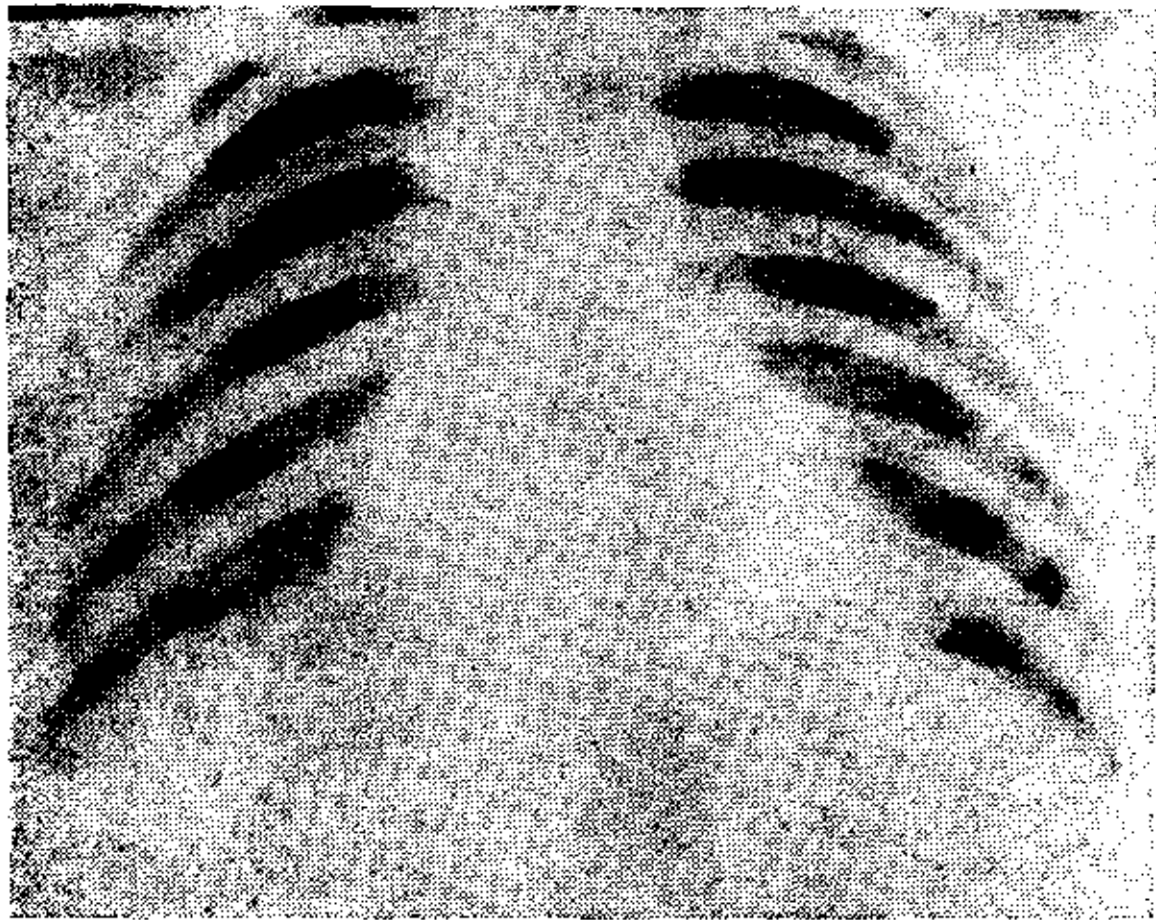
(a). — Telerradiografía: el corazón presenta la clásica configuración llamada "coeur en sabot", siendo también apreciable la disminución de calibre de las ramas de la arteria pulmonar.
